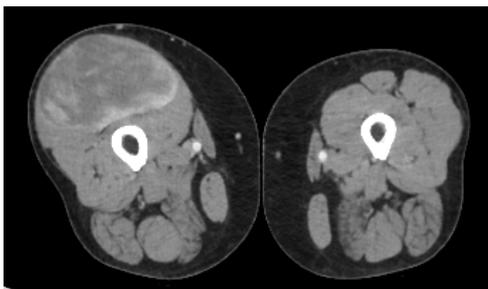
TC con MDC sul piano assiale di un mixofibrosarcoma
